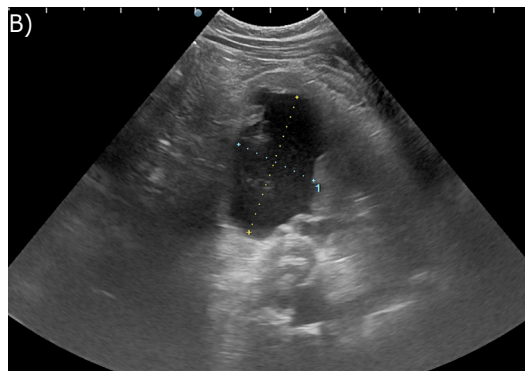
Zapalenie wyrostka robaczkowego. Na rycinie uwidoczniło zmieniony zapalnie wyrostek robaczkowy w przekroju podłużnym z hiperechogenicznym naciekiem oraz wysiękiem wokół. W opcji Color Doppler uwidoczniło wzmożony przepływ w obrębie ściany wyrostka oraz okolicznych tkanek
